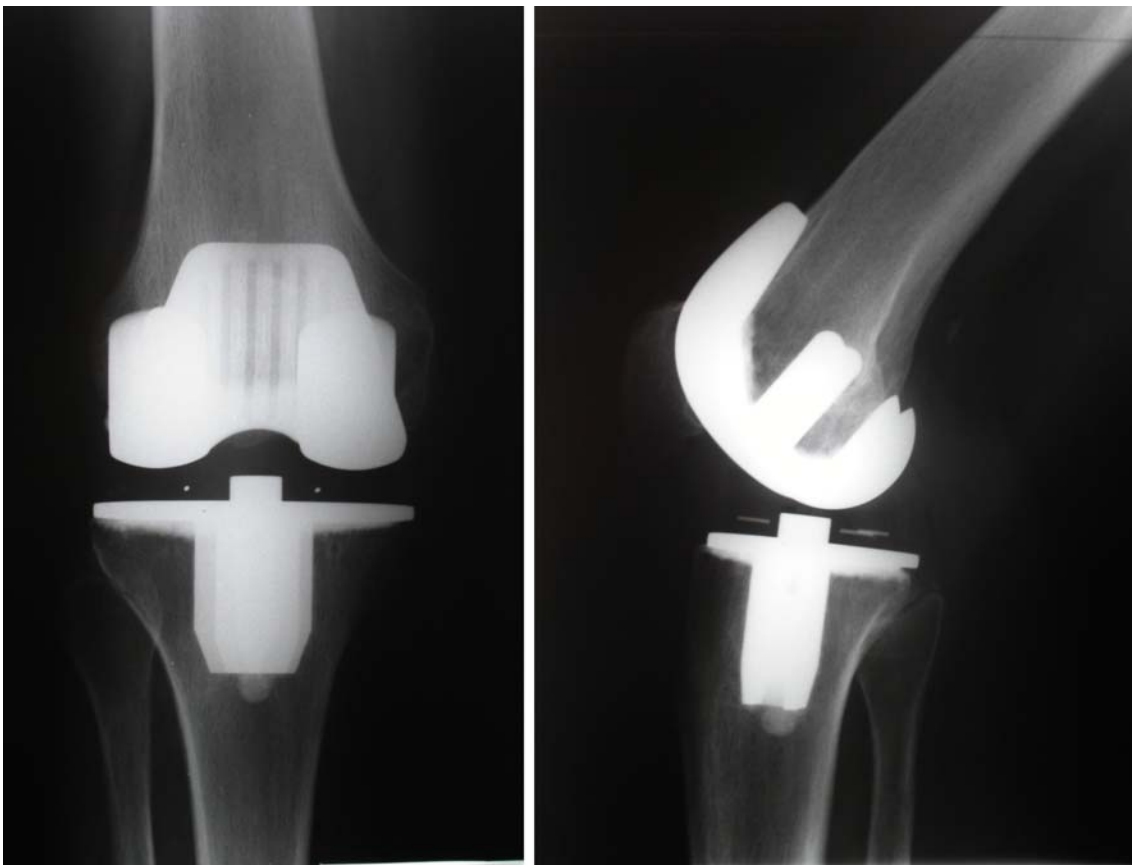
Röntgenaufnahmen einer CPR-Knieendoprothese (eigene Aufnahme)
